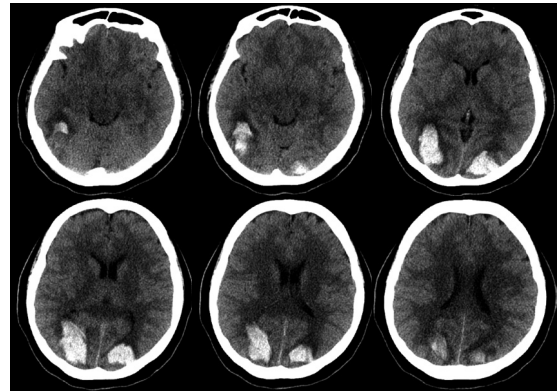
Brain Computed Tomography scan images taken on November 25th of Year X; High density is found in the right occipito-temporal lobe.
